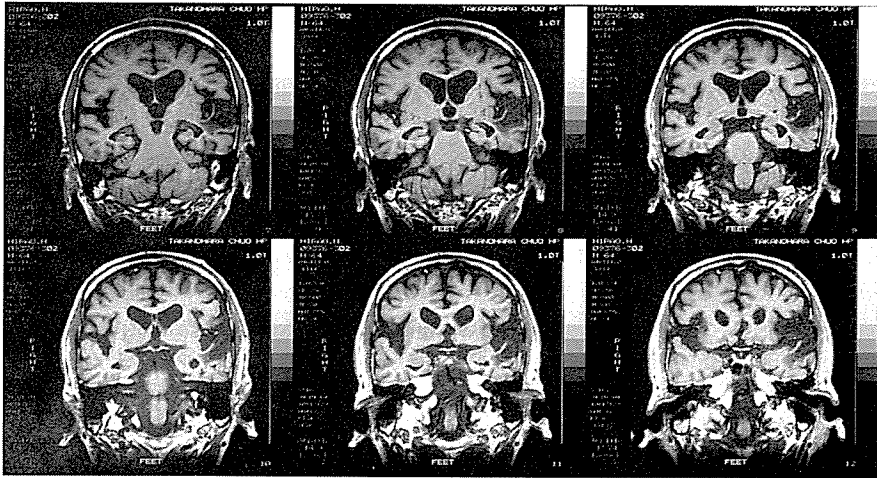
HHのMRI像 (T1強調, 1994年1月)
